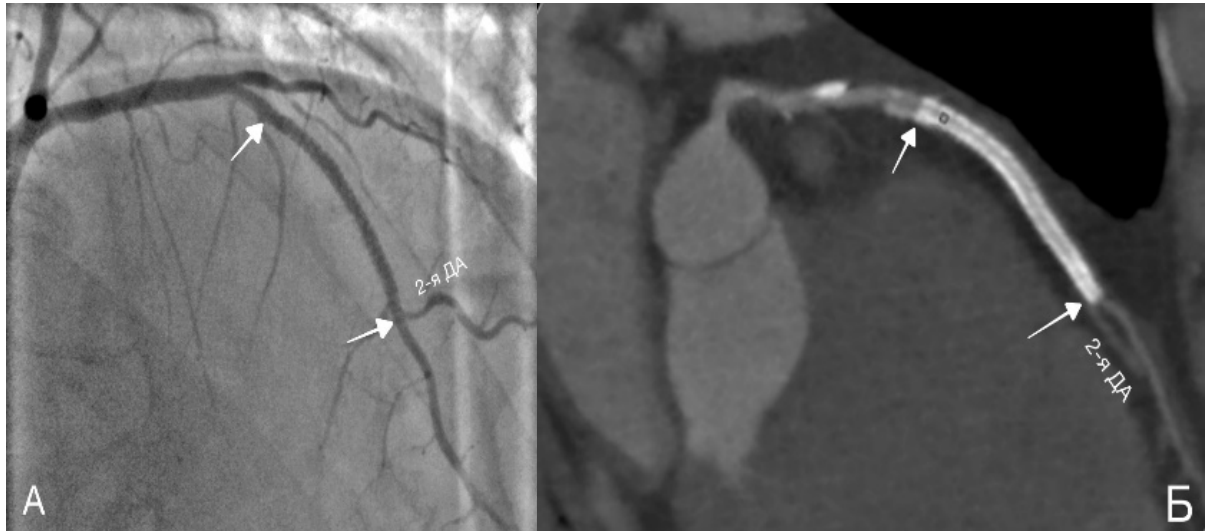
Комплексное исследование передней межжелудочковой артерии у 61-го Т., 61 г. А – коронарограмма ПМЖА после имплантации стента CoCr Amazonia® Pax 2.5x40 мм (дилатация до 2.60 мм) на протяжении от 1-й ДА до 2-й ДА (стрелки). Б – МСКТ- коронарограмма ПМЖА через 30,5 месяцев после имплантации стента: хорошо определяется просвет стента (стрелки) и дистальное русло.
